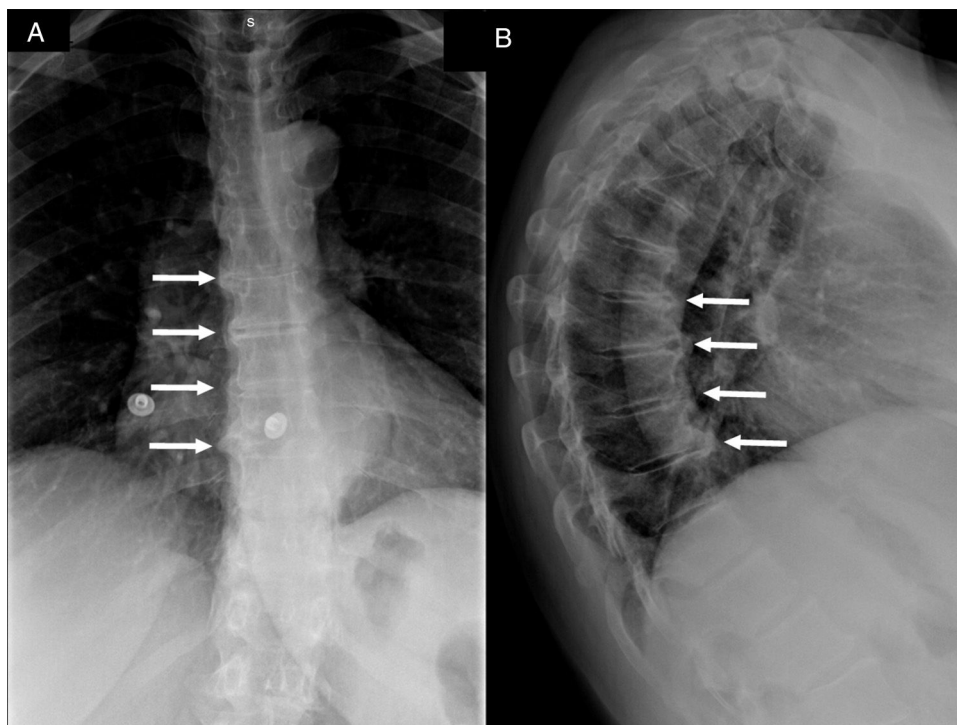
Radiografías de LA columna dorsal anteroposterior (A) y lateral (B) en las que se observan puentes óseos en la cara anterolateral derecha de 4 cuerpos vertebrales contiguos (flechas blancas) compatibles con el diagnóstico de HEID. En la radiografía lateral se aprecia, además, que dichos puentes óseos forman ángulos de más de 45° con el borde vertebral.
